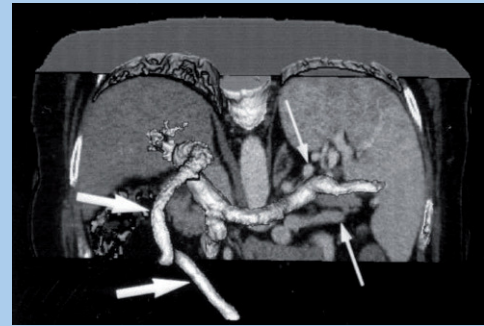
Angiotomografía computarizada abdominal en una paciente con cirrosis hepática. Las flechas señalan las colaterales portosistémicas (repermeabilización de la vena umbilical y colateral esplenorenal).
